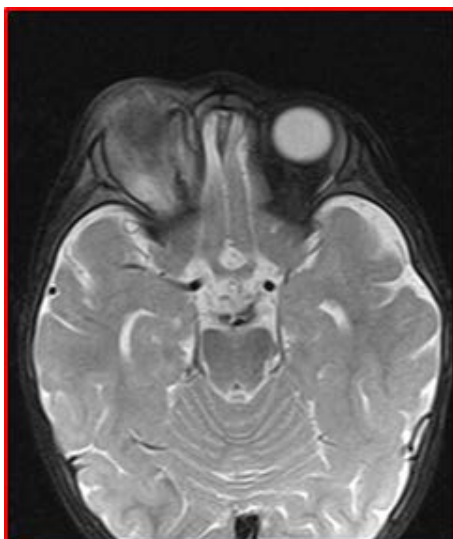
Magnetic resonance with contrast T2 sequence, thickening and enhancement due to significant inflammation in the postseptal area and preseptal area in the extraconal fat tissues around the globe tissues anteriorly.
